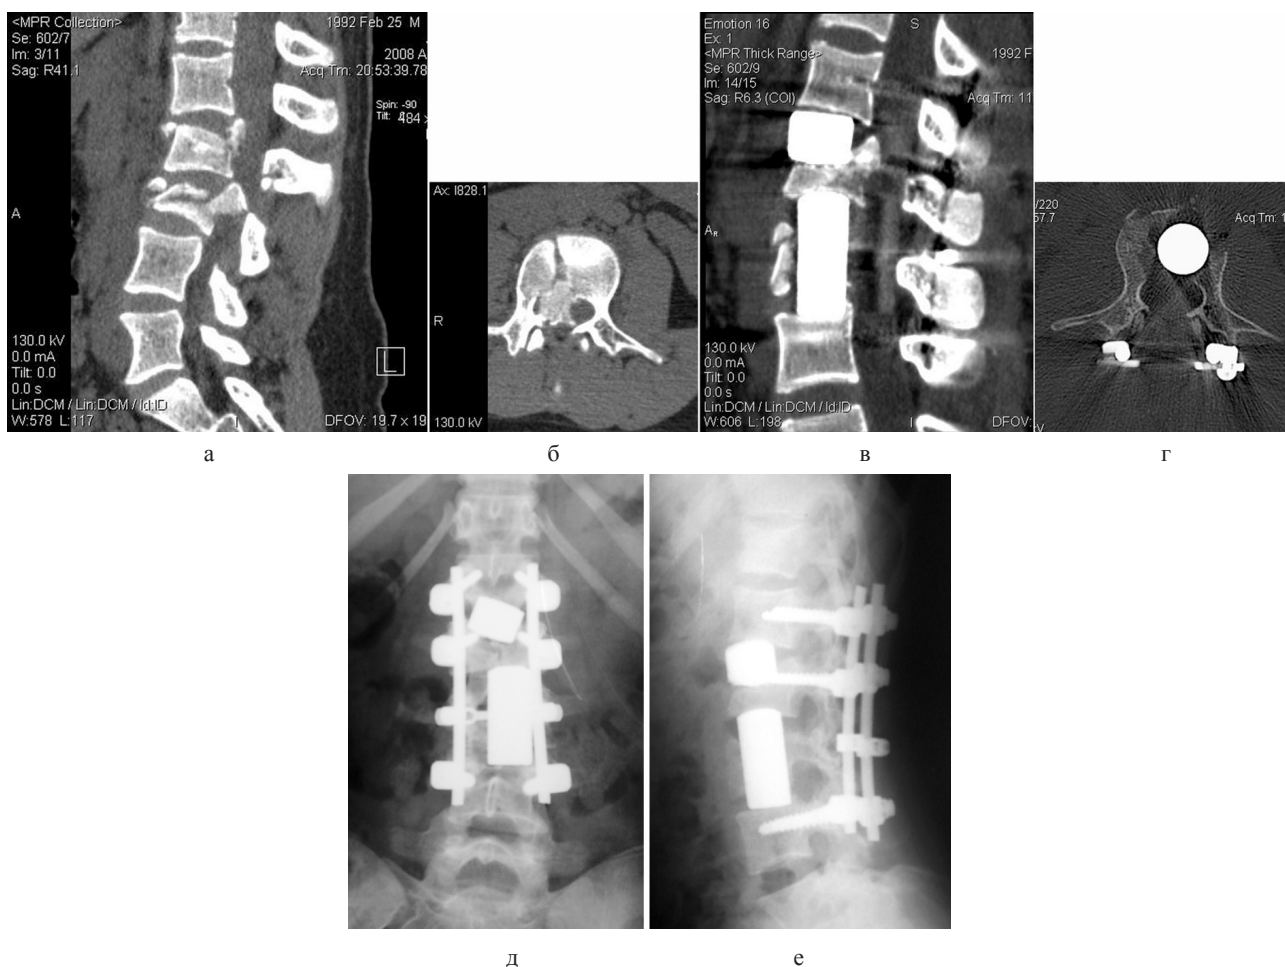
Рентгенограммы и КТ пациентки К., 1992 г. р. (ИБ № 6840) с закрытыми оскольчатыми нестабильными переломами тел L<sub>II</sub> и L<sub>III</sub> позвонков: а, б – КТ после травмы (критический стеноз на уровне L<sub>III</sub> позвонка); в, г – КТ после оперативного лечения (стеноз позвоночного канала ликвидирован); д, е – рентгенограммы после оперативного лечения (прямая и боковая проекции), физиологический лордоз поясничного отдела позвоночника восстановлен, положение имплантатов адекватное
